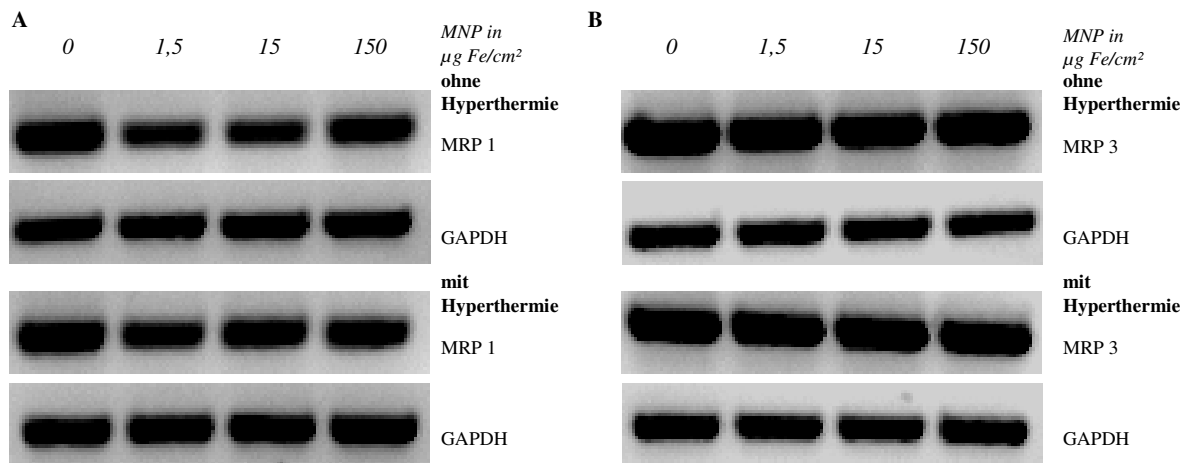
Repräsentatives Beispiel für die moderate, von der Nanopartikelkonzentration unabhängige Abnahme der Expression von MRP 1 (A) auf RNA-Ebene nach kombinierter Behandlung mit 1,5, 15 und 150 $\mu\text{g Fe/cm}^2$ Eisenoxidnanopartikeln (MNP) und 1,5 $\mu\text{g/cm}^2$ Mitomycin C, bei konstanter Expression von MRP 3 (B) in BT-474 (oben); die Kombination mit 90 min Hyperthermie bei 43°C beeinflusste den Effekt nicht (unten); als Ladekontrolle erfolgte ein Nachweis von GAPDH
